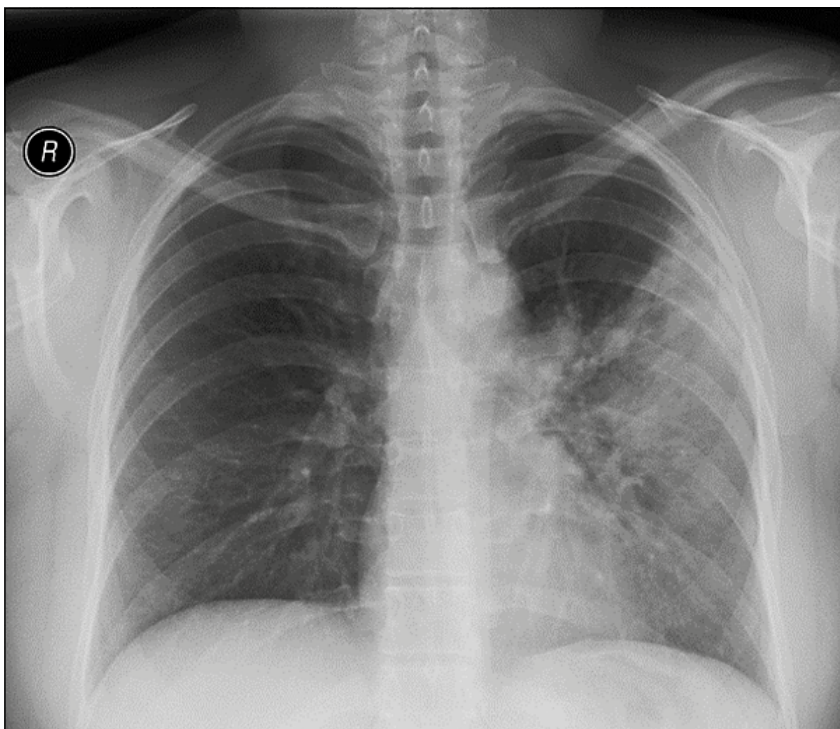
Рентгенограмма органов грудной клетки пациентки П.
